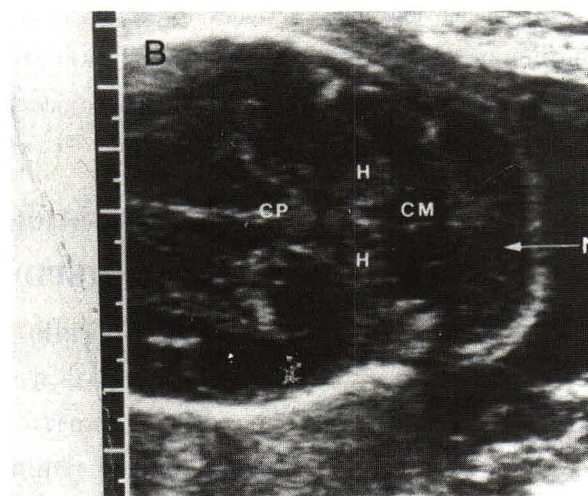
Trisomy 21. Transverse scan oriented through the posterior fossa at 20 weeks shows abnormal thickening (8 mm) of the nuchal fold (N=Marked by cursors) A=Anterior, P=Posterior, H=Cerebellar hemisphere, MB=Midbrain. (From Nyberg DA, Crane JP. Chromosome abnormalities. In : Myberg DA, Mahony BS, Pretorius DH. Diagnostic Ultrasound of Fetal anomalies : Text and Atlas Chicago : Year Book Medical Publisher, 1970, 705<sup>(17)</sup>).
